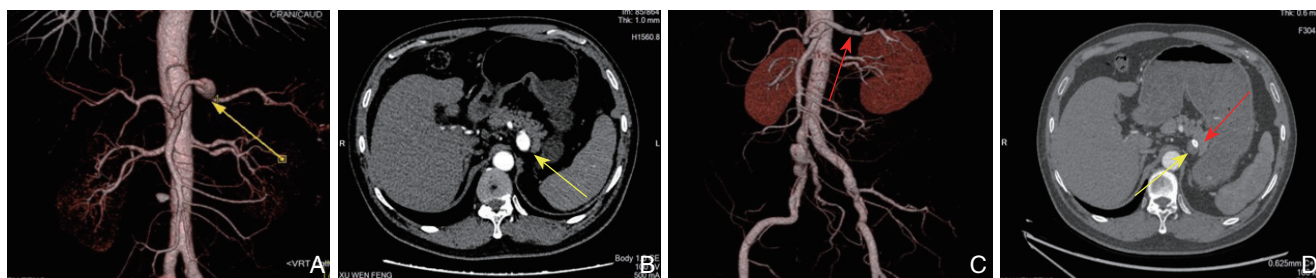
SAA 术前及覆膜支架置入术后 6 个月腹主动脉 CTA（黄色箭头显示 SAA 瘤体，红色箭头显示覆膜支架） A：术前 SAA 为中间型梭形动脉瘤；B：横断面瘤体充满造影剂；C：6 个月后示瘤体隔绝良好，且脾动脉通畅；D：横断面示瘤体完全血栓化，未见造影剂流入，脾脏未见梗死
